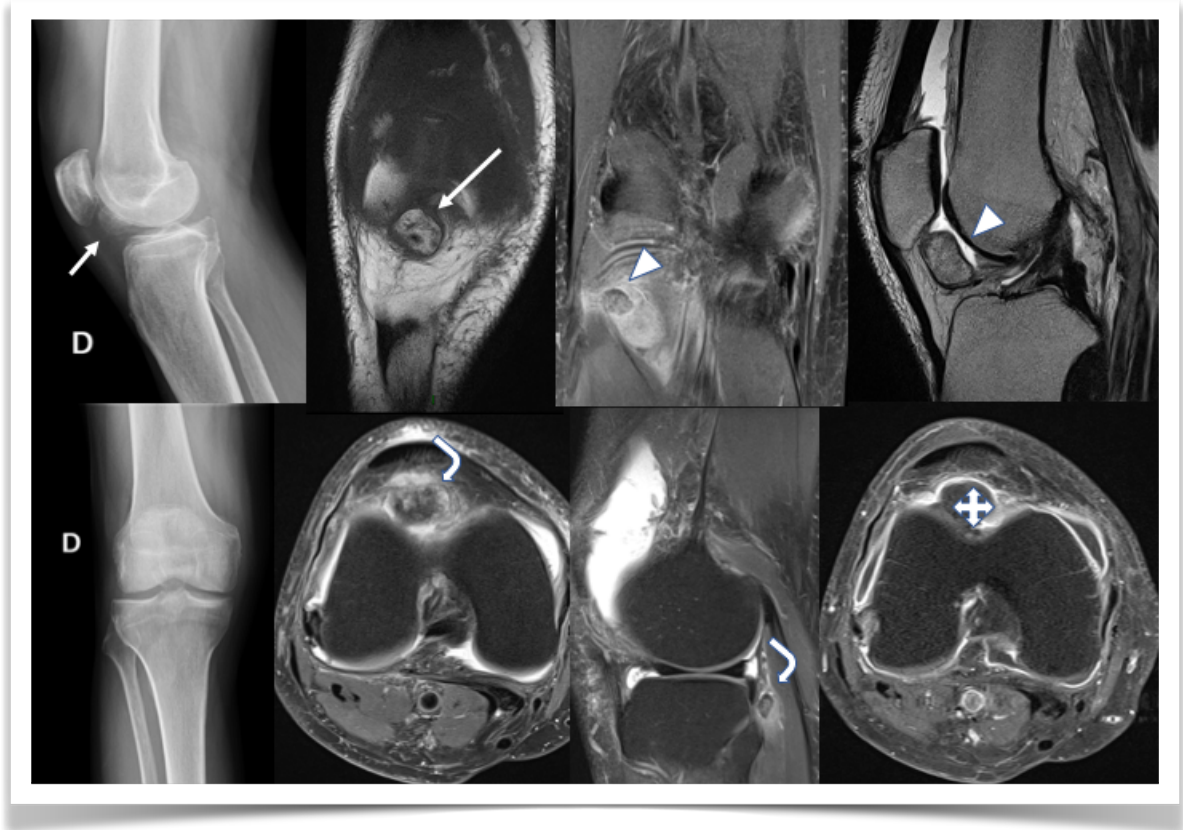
Rx simple y secuencia T1 muestra presencia de calcificaciones en proyección de sinovial abultada (flechas rectas). En RM, masas osteocartilagosas en coincidencia con la Rx, asociado a derrame articular. Con gadolinio las masas osteocartilagosas muestran señal predominante de cartilago (asterisco).
